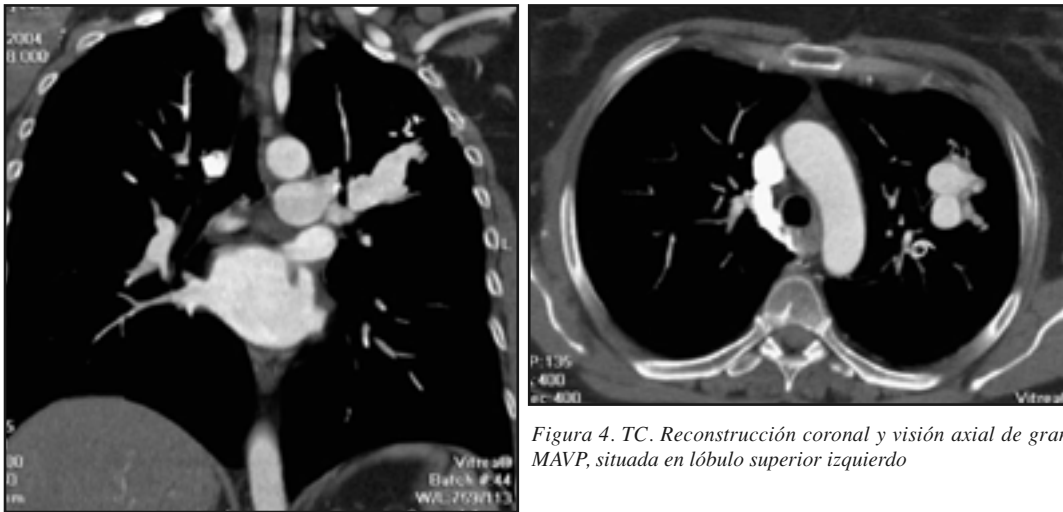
TC. Reconstrucción coronal y visión axial de gran MAVP, situada en lóbulo superior izquierdo
